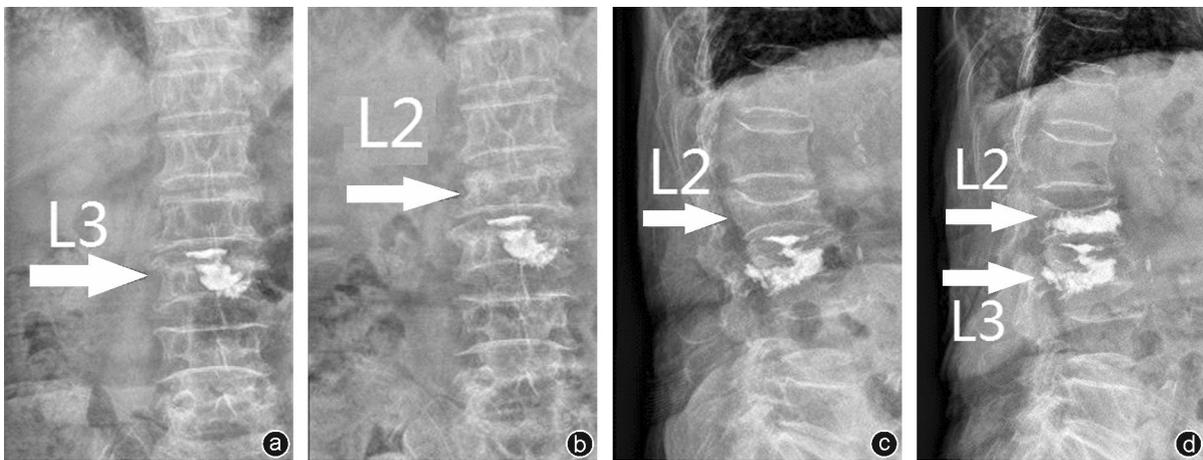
病人,女,82岁,因不慎摔伤致腰背部疼痛2 d入院,L<sub>3</sub>椎体行PKP术治疗 a:术后X线片示骨水泥向椎间盘渗漏;b、c:随访1年余,邻近节段L<sub>2</sub>椎体骨折;d:再次行PKP术治疗后X线片显示新骨折椎体的高度恢复
